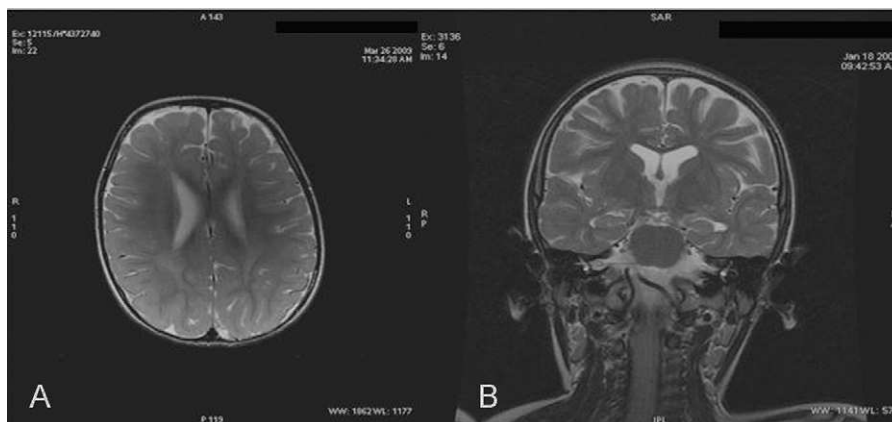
A) Caso 1: RM craneal, corte axial, T2: muestra escasa mielinización a la edad de 2 años. B) Caso 4: RM craneal, corte coronal, T2: se visualiza una atrofia cortico-subcortical supratentorial.
